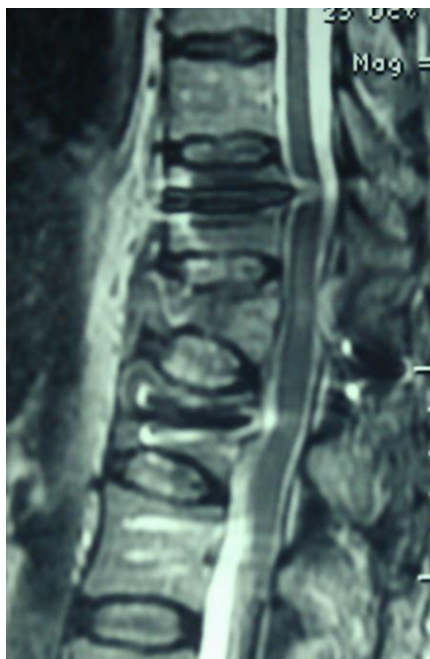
Больная П., 50 лет, история болезни № 80758 фотоотпечатки с МРТ груднопоясничного отдела позвоночника на 4-е сутки после операции: Выявлен очаг контузии спинного мозга на уровне Th11-12 размером 25*4,5*4.3 мм.
